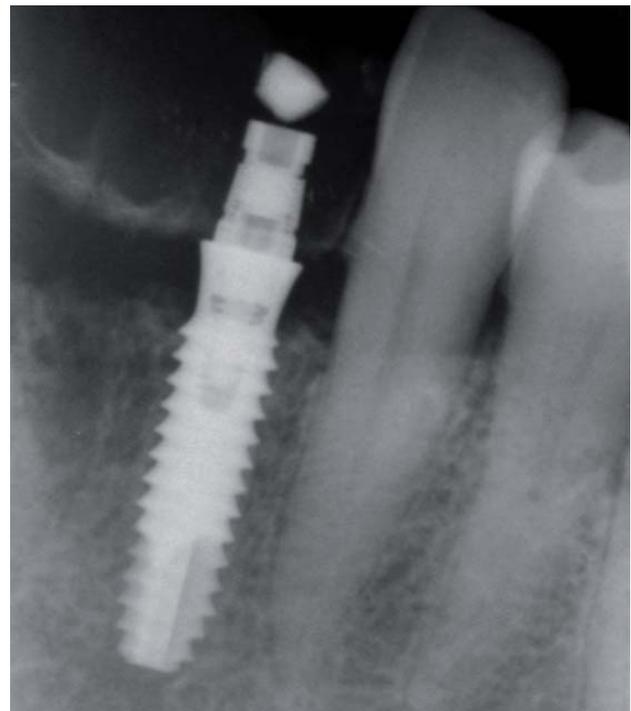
Radiografía periapical del implante ubicado a nivel del 32.
